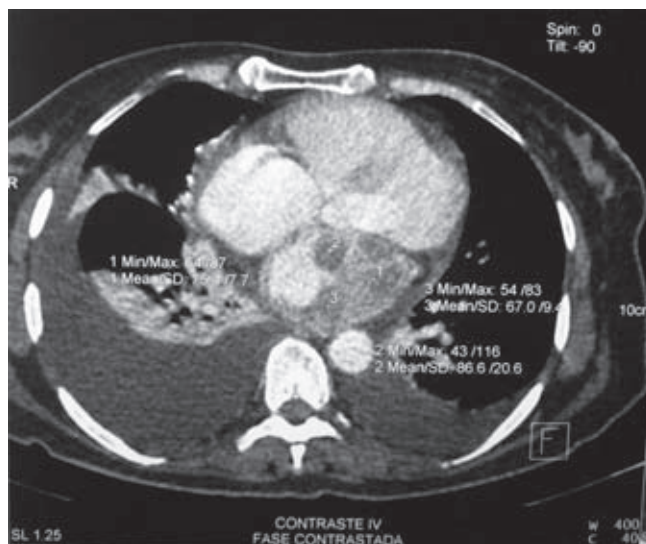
Tomografía computada del tórax: corte axial.
